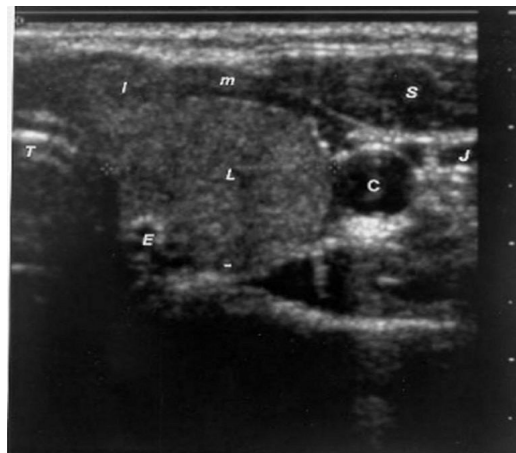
Ecografía del cuello en el plano transversal que muestra un lóbulo derecho normal de la tiroides y el istmo.
